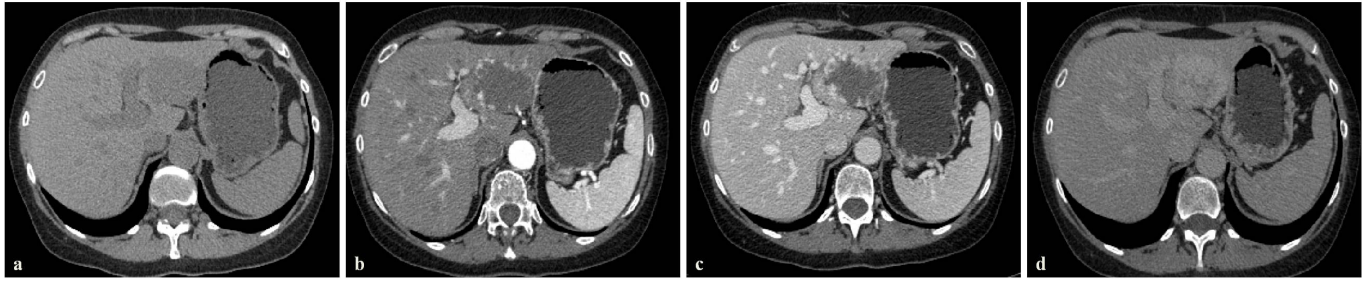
Emangioma cavernoso in TC. Formazione ipodensa in condizioni basali che interessa il lobo sinistro del fegato (a); in fase arteriosa, si rileva impregnazione periferica con foci nodulari o globulari, corrispondenti a spazi vascolari cavernosi (aspetto "a ghirlanda") (b); progressiva impregnazione centripeta in fase portale (c); l'enhancement diviene "omogeneo" e completo nelle immagini ottenute in fase tardiva (d).
